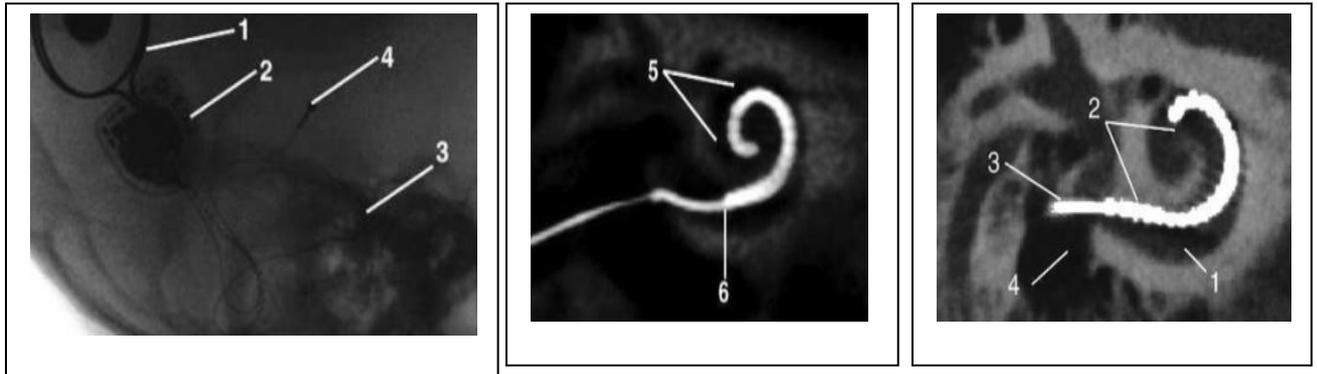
Cone beam de première génération montrant un implant : (1) Aimant ; (2) récepteur-stimulateur ; (3) porte-électrodes ; (4) électrode de référence ; (5) rampe vestibulaire ; (6) première Eélectrode est visible dans la fenêtre ronde
